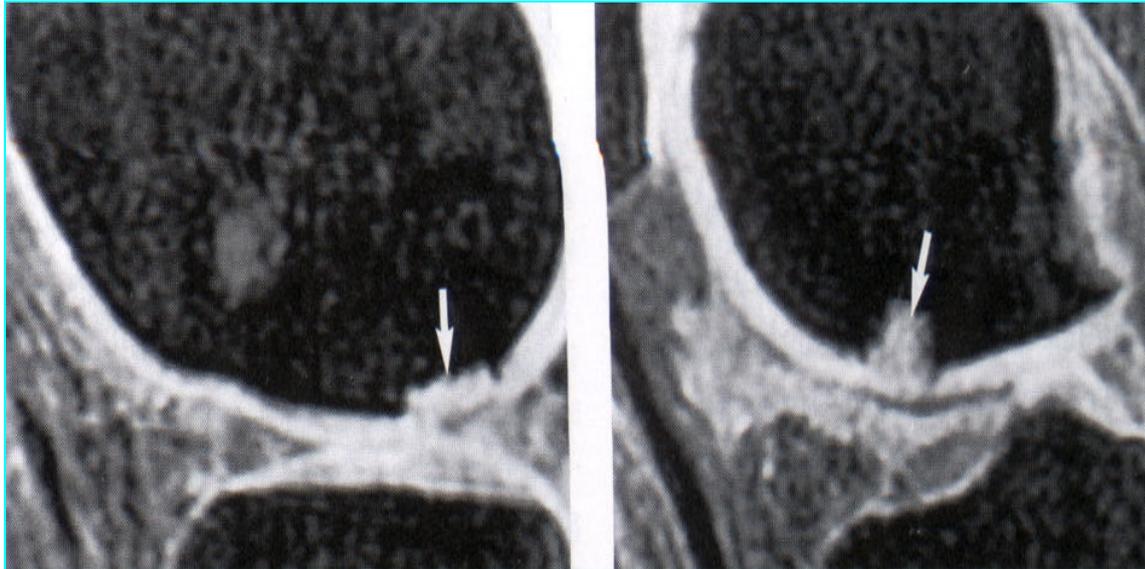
RMN sagittale di lesione cartilaginea del condilo femorale esterno
